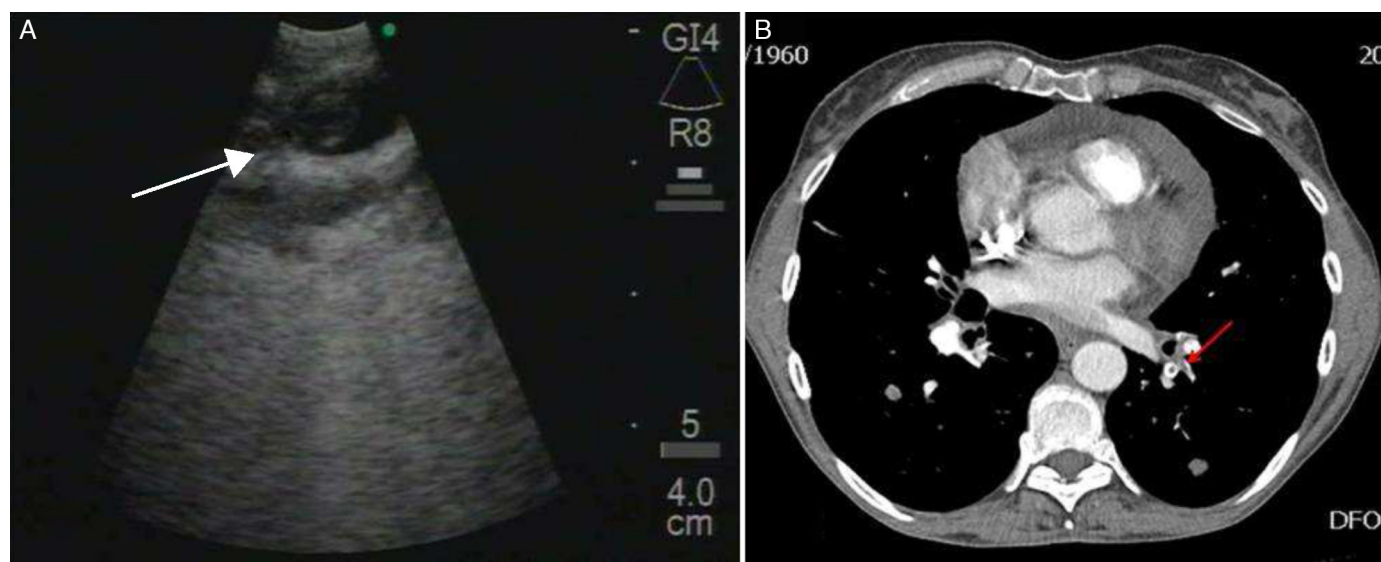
A) Imagen de ecobroncoscopia en la que se observa un trombo flotante en una rama de la arteria lobar inferior izquierda. B) Angio-TAC torácico; la flecha indica el probable defecto de llenado parcial detectado mediante EBUS.
